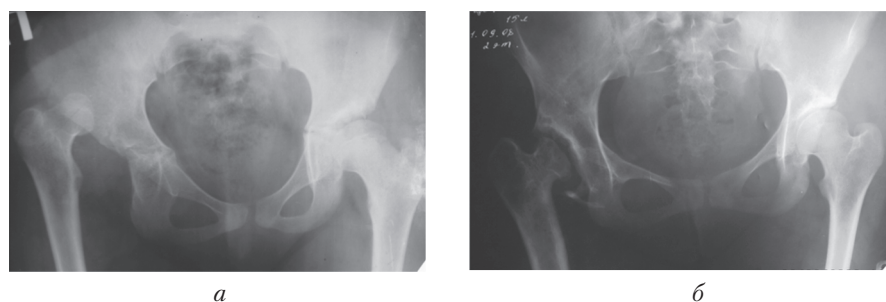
Рентгенограми таза дівчинки Ц. 10 років. Високий диспластичний вивих правого стегна (а). Через 5 років після хірургічного лікування (відкрите вправлення правого стегна, остеотомія таза справа) висота головки значно зменшена, шийка вкорочена, прояви вторинного післядиспластичного коксартрозу (б)
